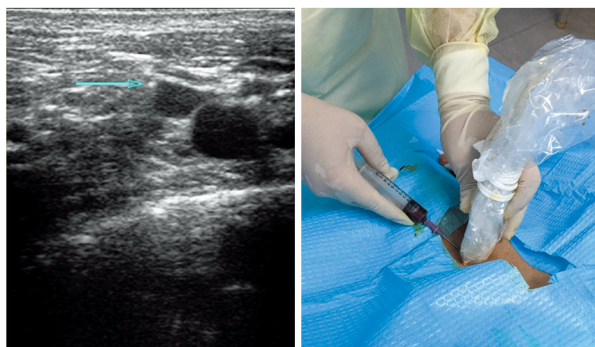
超声下右侧锁骨下静脉穿刺：该例患者锁骨下静脉位于动脉前上方
